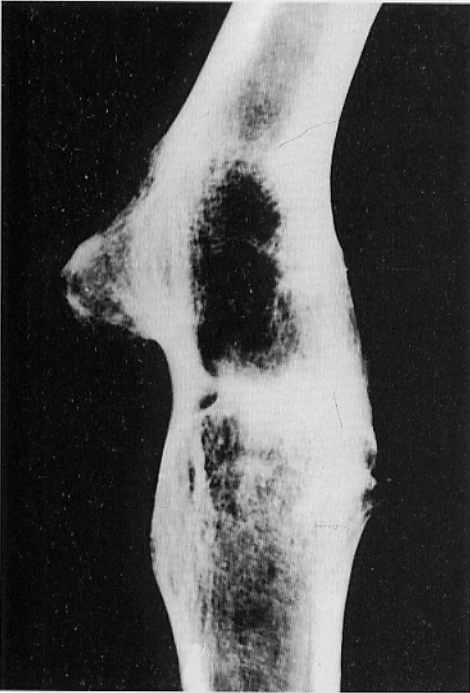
Radiographe latérale du genou affecté
